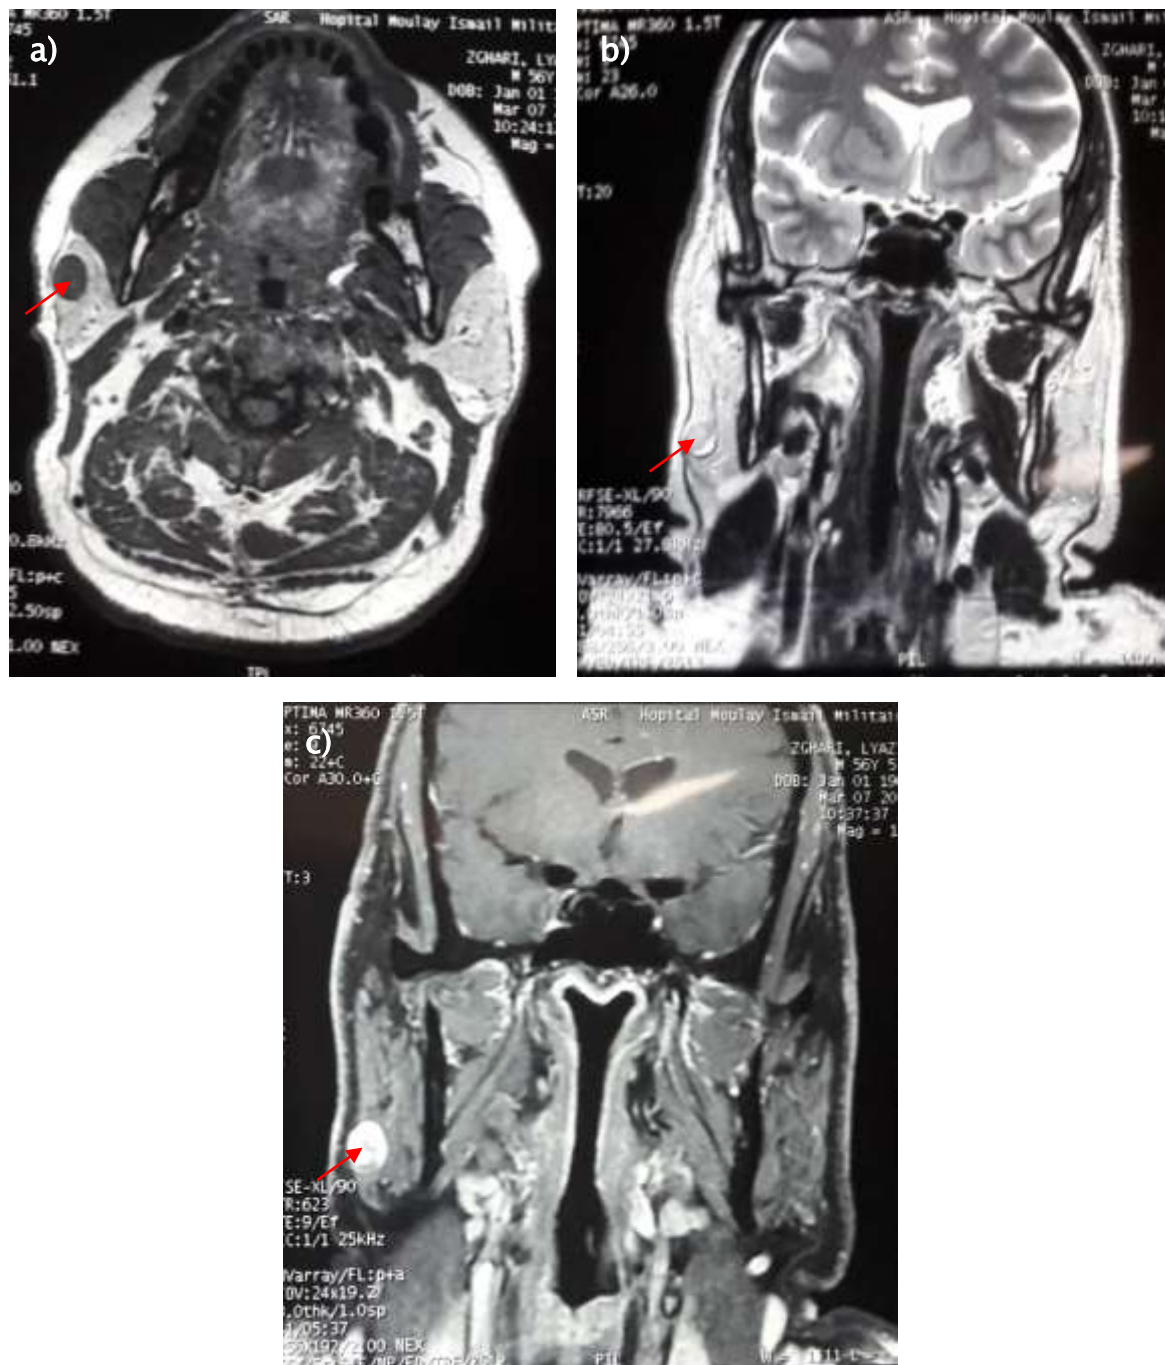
Examen IRM d'un adénome pléomorphe :
